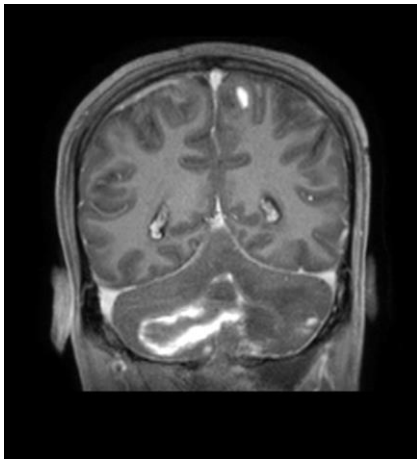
Resonancia magnética de cerebro, secuencia T1 corte coronal retroauricular. Evidencia zona hiperintensa a nivel de parénquima cerebeloso que se extiende centralmente y de forma bilateral con predominio hacia el hemisferio cerebeloso izquierdo, compatible con área de sangrado evidenciado en TAC.
